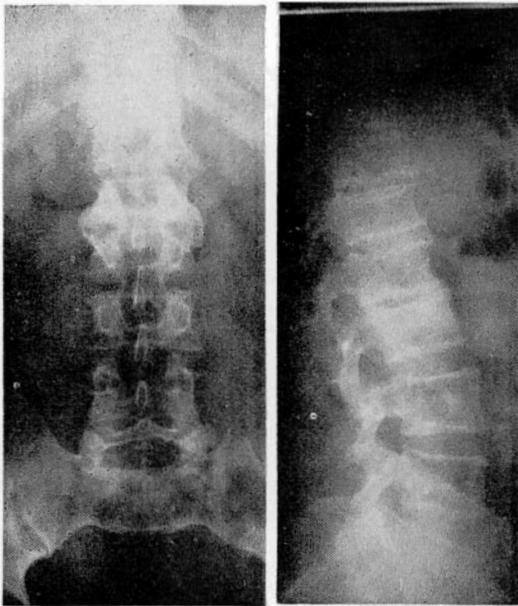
Cesare F. Radiografía del raquis lumbar (III-75). Lesiones osteolíticas de la I y II vértebras lumbares con reacción esclerótica perifocal y escasa participación del disco.
